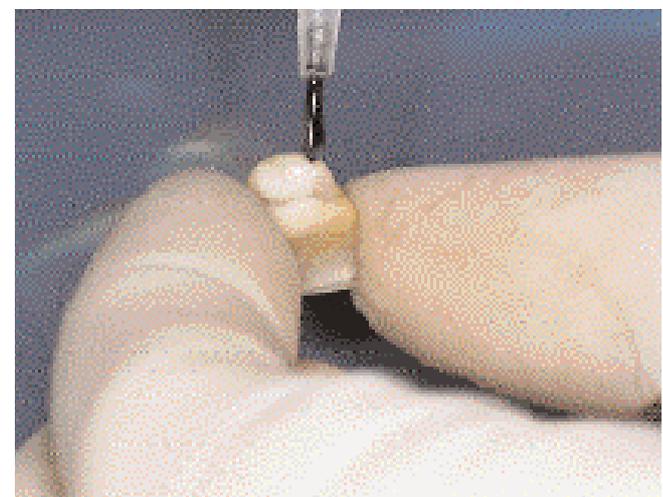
Einpinseln der Kroneninnenflächen mit Panavia 21 TC
